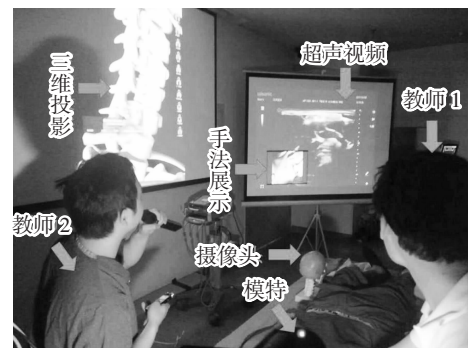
三维解剖投影联合超声多媒体展示教学方法情景图
